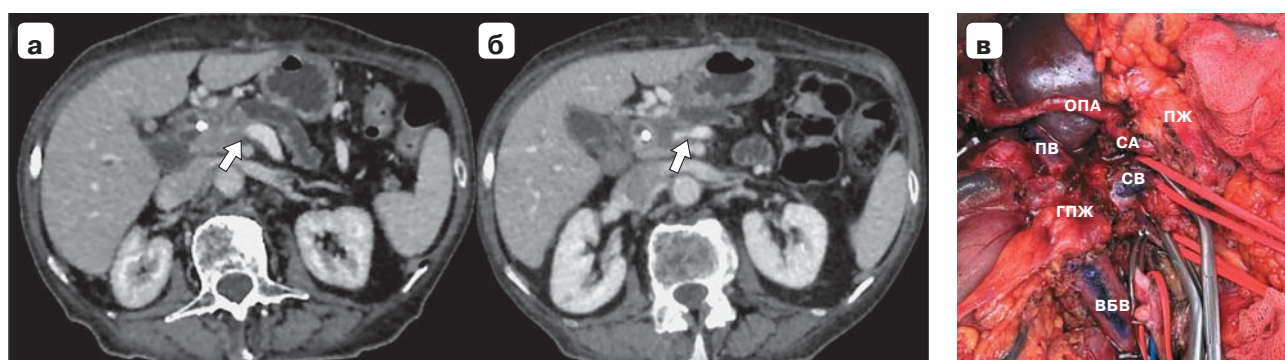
КТ брюшной полости до и после ПХТ. а – образование головки поджелудочной железы с муфтообразным охватыванием и деформацией воротной вены (белая стрелка); б – уменьшение размеров образования с расширением просвета воротной вены и сохранением контакта опухоли с сосудом на 360°; в – интраоперационное фото: ПВ – портальная вена, ВБВ – верхняя брыжеечная вена, ОПА – общая печеночная артерия, СА – селезеночная артерия, СВ – селезеночная вена; ПЖ – поджелудочная железа, ГПЖ – опухоль в головке поджелудочной железы.
